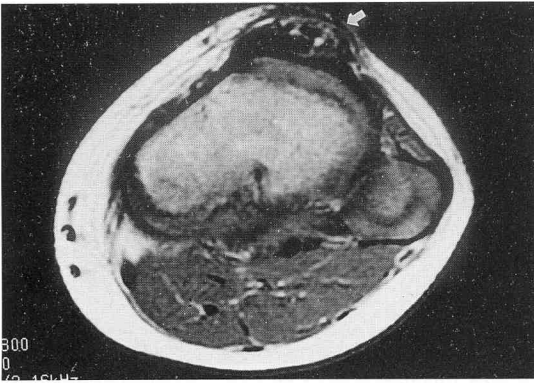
T2 weighted MR image reveals that the lesion is located in the infrapatellar tendon, which is consisted with dark signal intensity nodules (calcification), and high signal intensity matrix (cartilage matrix).
